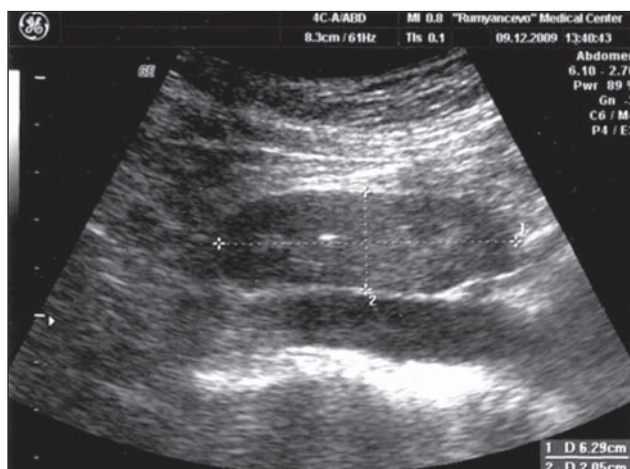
Подковообразная почка. Трансабдоминальное УЗИ, продольный срез через перешеек
